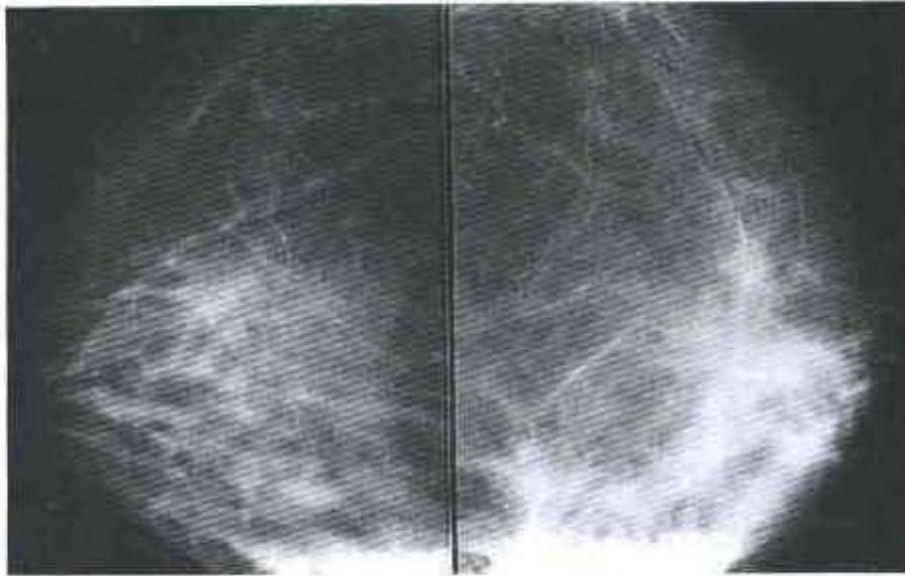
İLK'lu olguda, bilateral MLO mammografilerde sağ meme alt-dış kadranda sınırları belirsiz, parankimal distorsiyona yol açan, asimetric yoğunluk artımı izleniyor. Ardından yapılan USG'de 23x37 mm. boyutlarında, düzensiz konturlu, hipoekoik kitle görülüyor.
